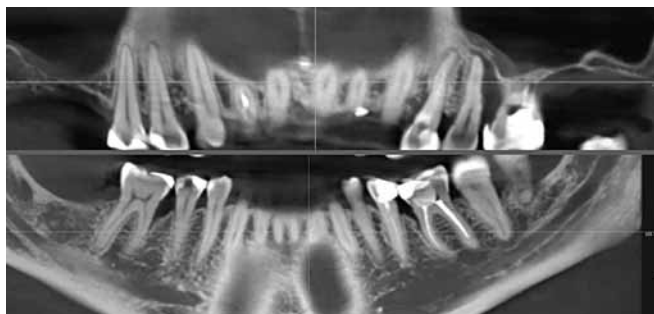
Рентгенологическая характеристика состояния альвеолярных отростков пациента.
